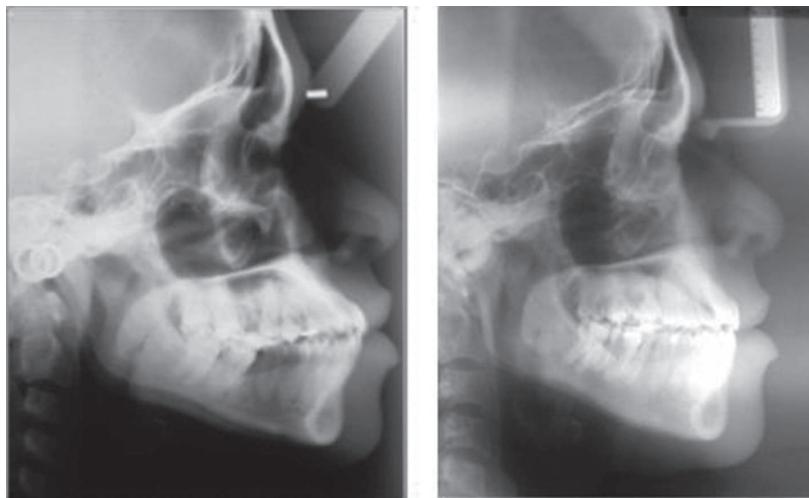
Radiografía cefálica inicial y final*
